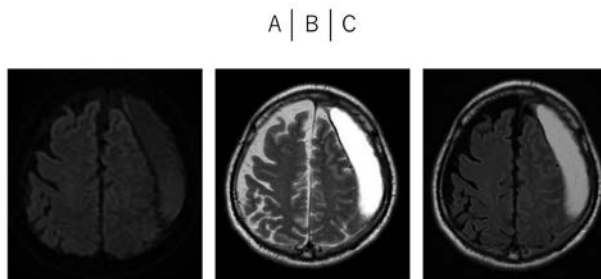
MR images on admission
